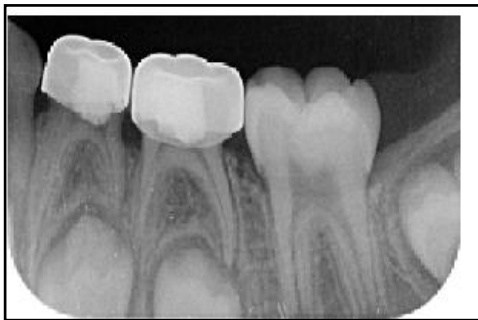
Radiografía de las coronas
